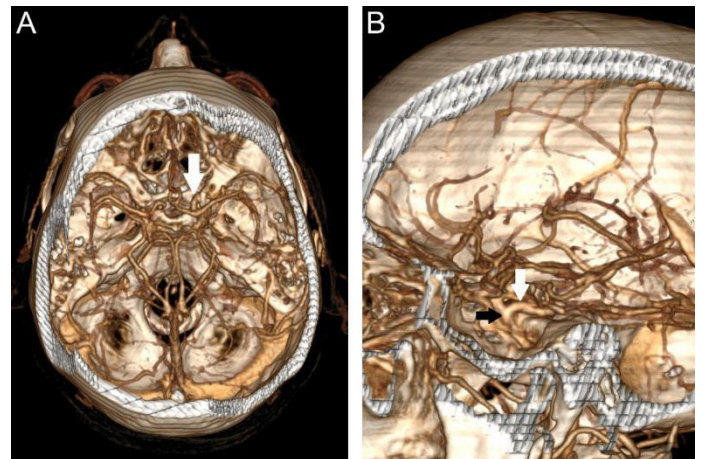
Tomografia computadorizada com reconstrução 3D no corte axial em A e no corte sagital em B demonstrando a artéria trigeminal (seta branca) e a artéria carótida interna (seta preta).
